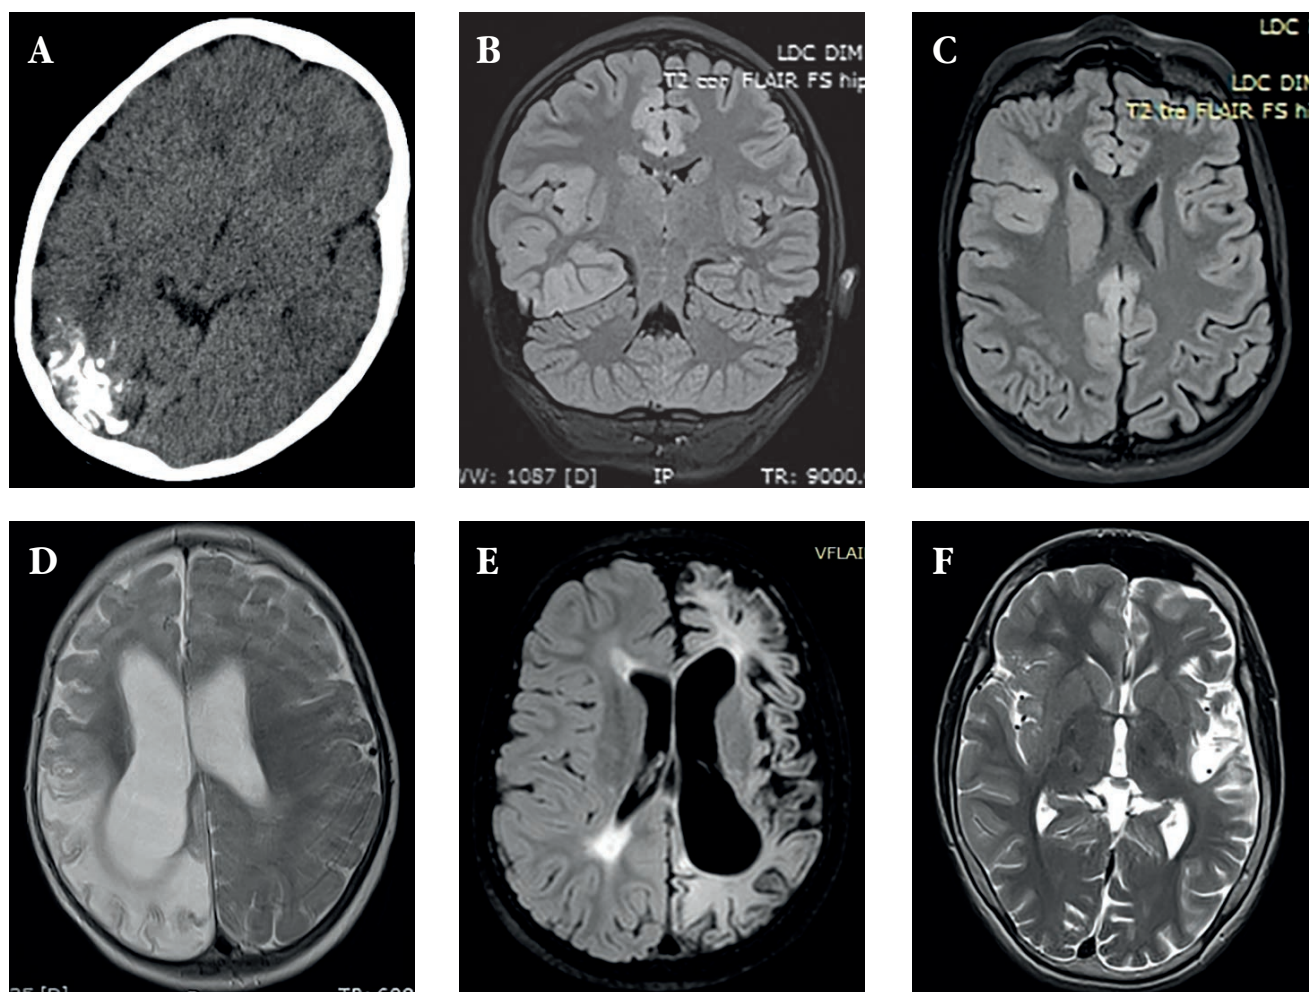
МРТ головного мозга: А – ангиоматоз Штурге-Вебера затылочной доли; В, С – корковая дисплазия правой лобной, височной долей и островка Рейля; D – энцефалит Расмуссена; E – последствия острого нарушения мозгового кровообращения в бассейне левой внутренней сонной артерии; F – кистозно-глиозные изменения левой височной, лобной и теменной долей.
